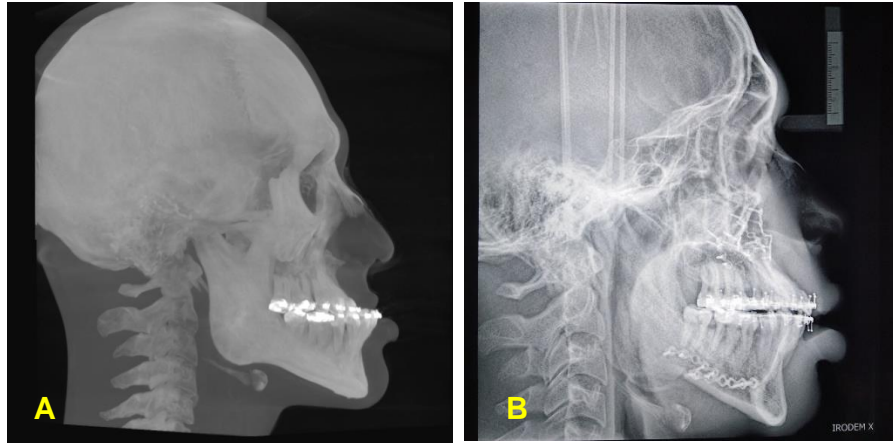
Radiografía lateral Pre Operatorio (A) y Post Operatorio (B).
